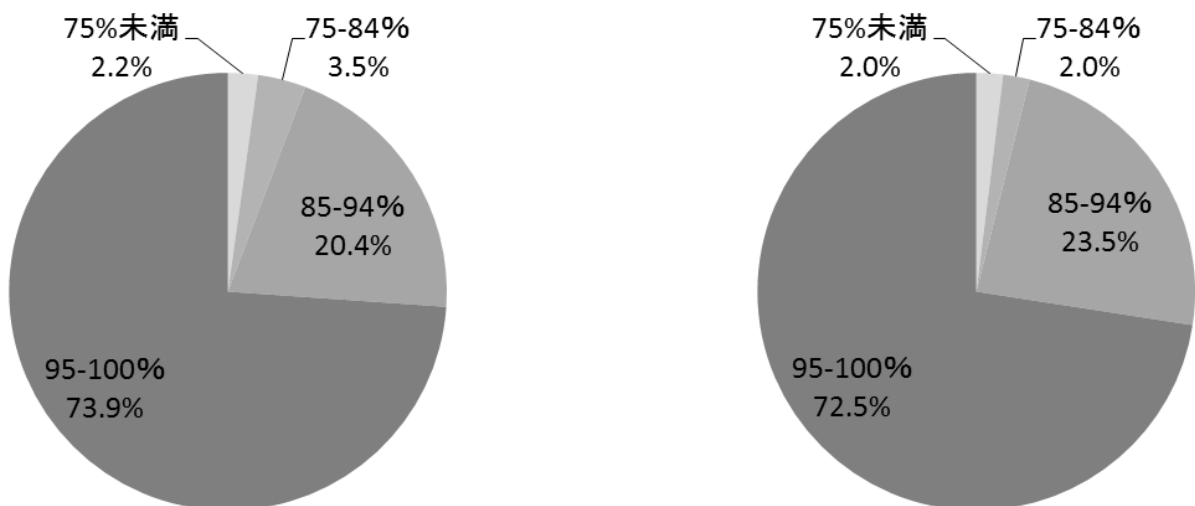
SLN の検出率 (左：プラナー画像，右：SPECT 画像)
